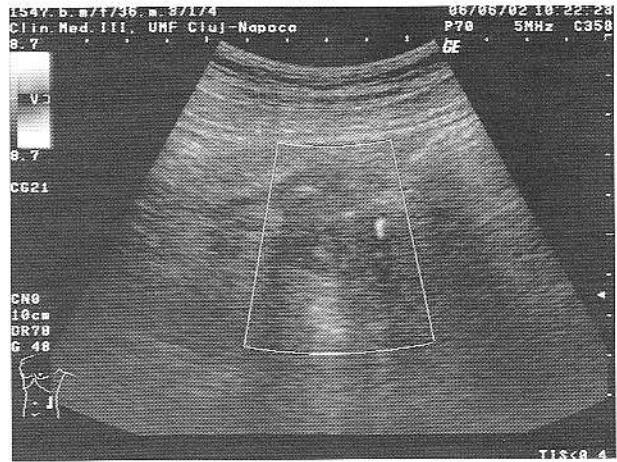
Ecografie Doppler - vas periferic în peretele colecției, fără alte structuri vasculare în formățune.
